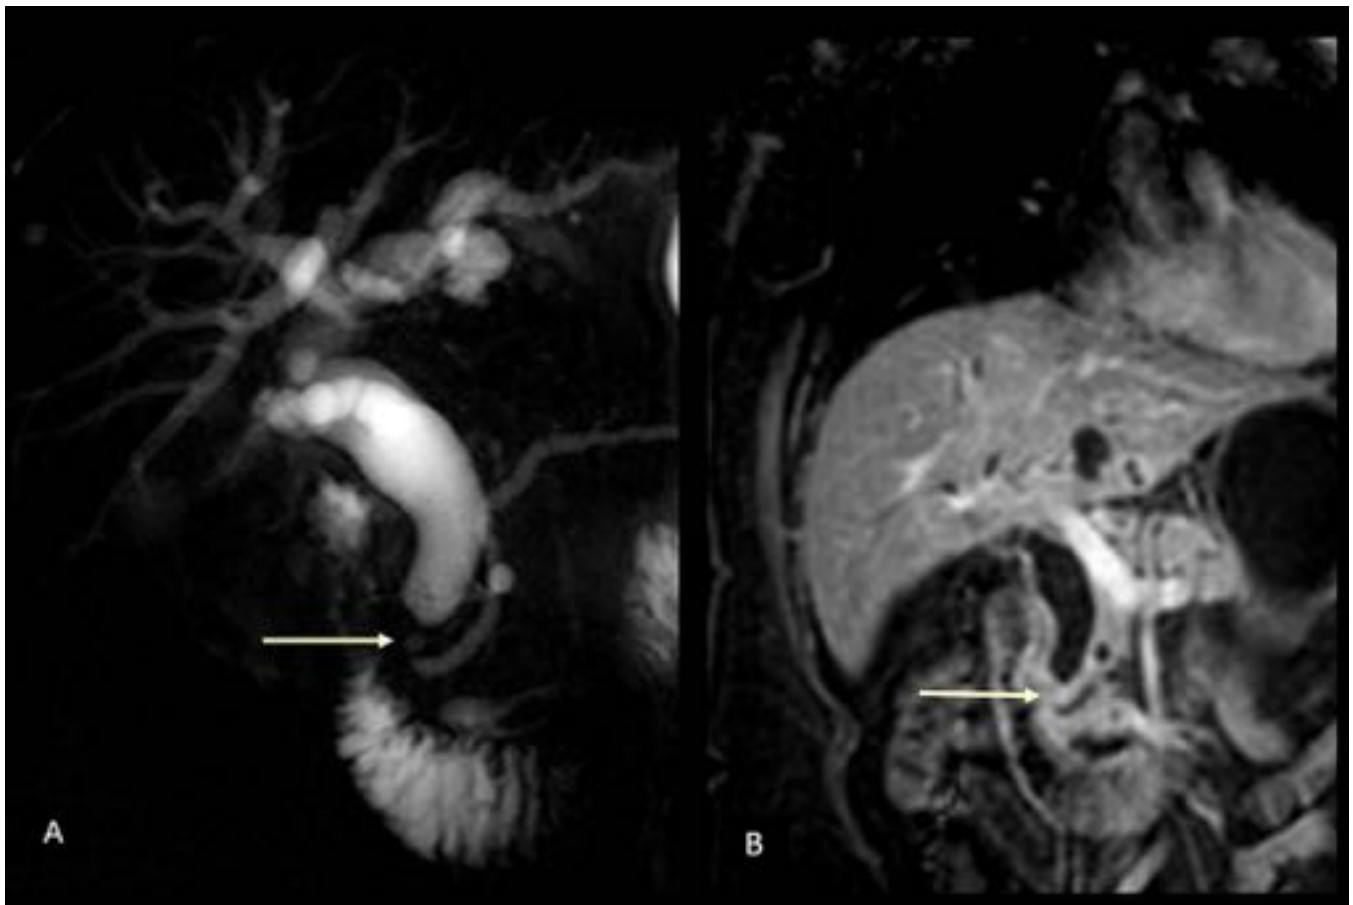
CC periampular. ColangioRM (A) e imagen coronal de hígado en RM en T1 con contraste (B) donde se comprueba la dilatación de la vía biliar intra y extrahepática condicionada por estenosis abrupta en el colédoco distal (flechas).
